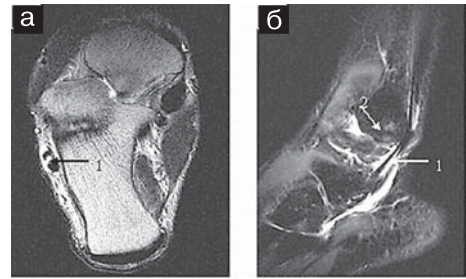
Подсухожильный отек костного мозга латеральной лодыжки (2); а — аксиальная МРТ в T₂-ВИП, б — сагиттальная МРТ в режиме STIR.
